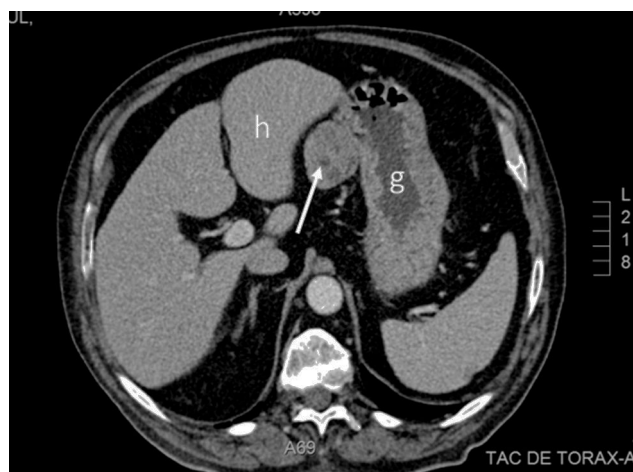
TC abdominal. Corte axial a la altura de la porción superior del abdomen en el que se observa una lesión sólida de unos 4 cm (flecha) situada entre el hígado (h) y el estómago (g).
